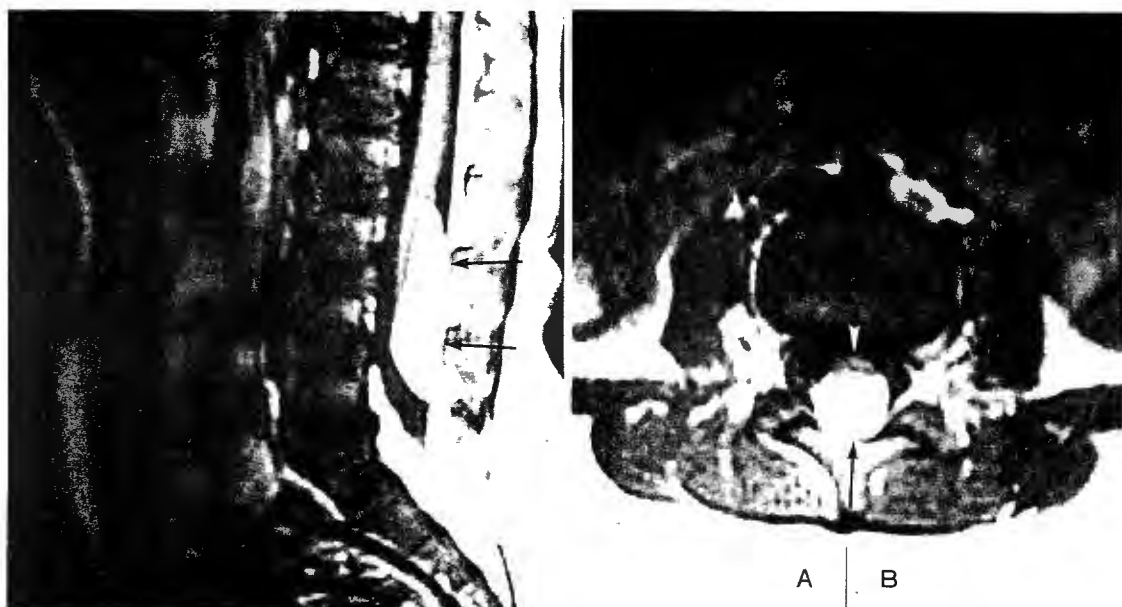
1歳, 女児 脊髄脂肪腫 A: MRI, T1 強調矢状断像(SE 500/15) 脊柱管後方には脊髄に接し, 大きな脂肪腫が見られる(→)。 B: T1 強調横断像 脂肪腫(→)は扁平化した脊髄(脊髄原基, ▴)後面に接していることがわかる。
